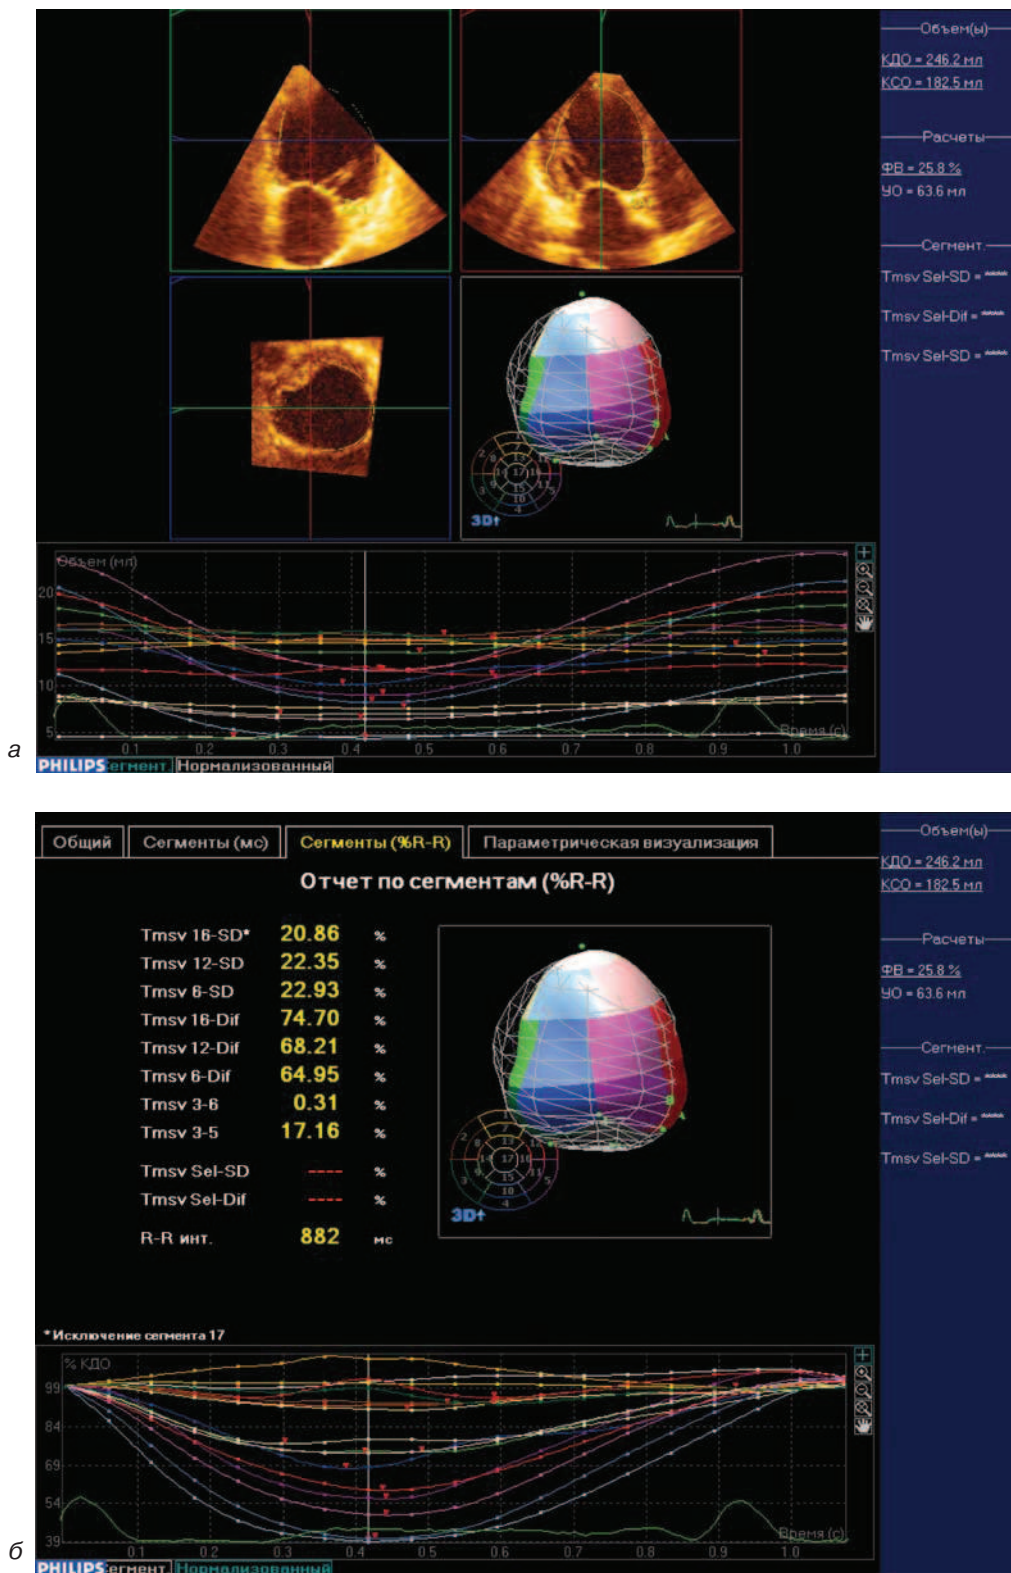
Трехмерные эхокардиограммы:
